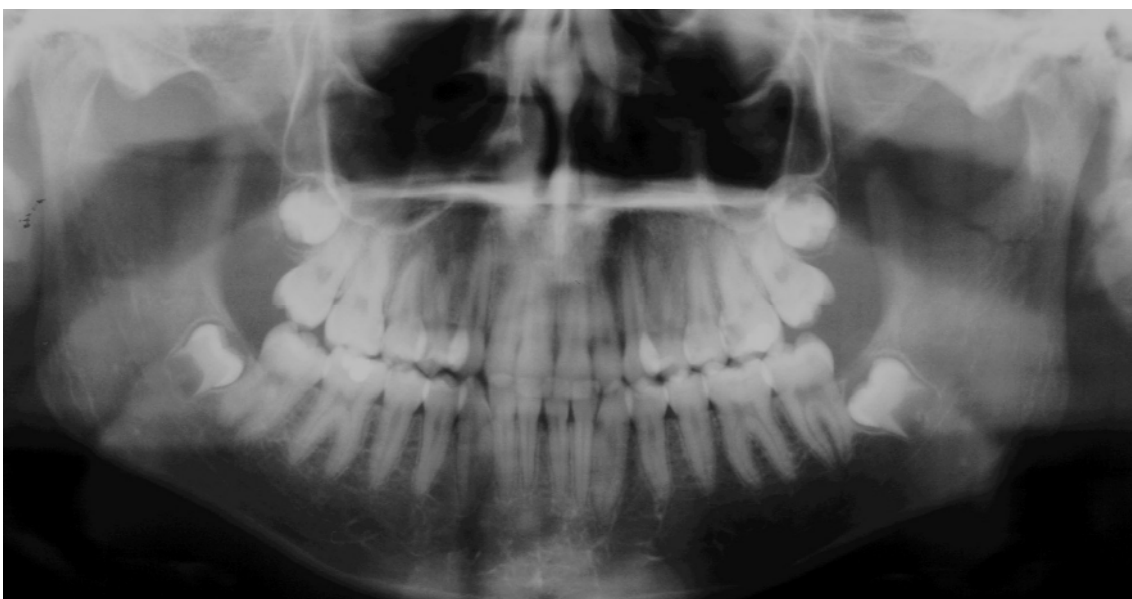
Orthopantomogramm
